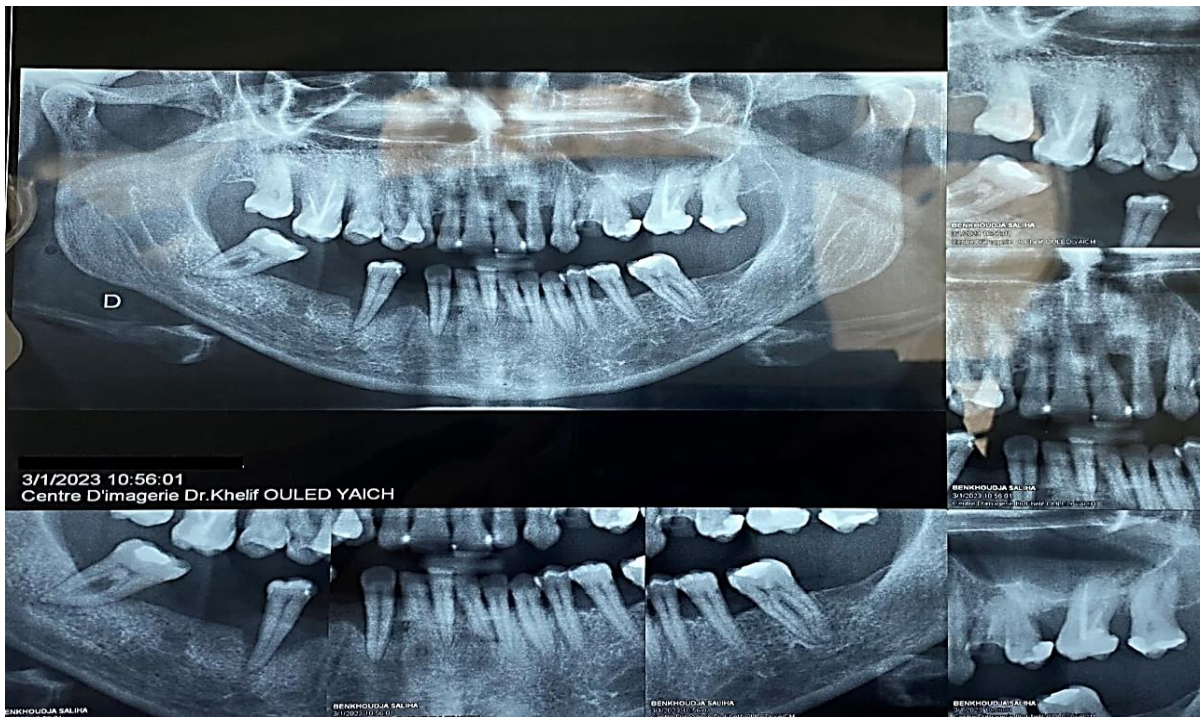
Radiographie panoramique avant le traitement
